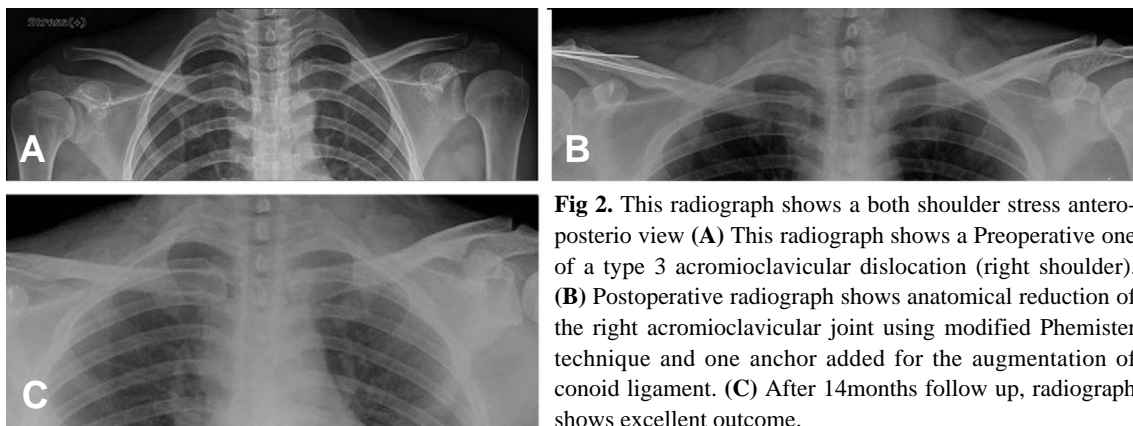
This radiograph shows a both shoulder stress antero-posterior view (A) This radiograph shows a Preoperative one of a type 3 acromioclavicular dislocation (right shoulder). (B) Postoperative radiograph shows anatomical reduction of the right acromioclavicular joint using modified Phemister technique and one anchor added for the augmentation of conoid ligament. (C) After 14months follow up, radiograph shows excellent outcome.
